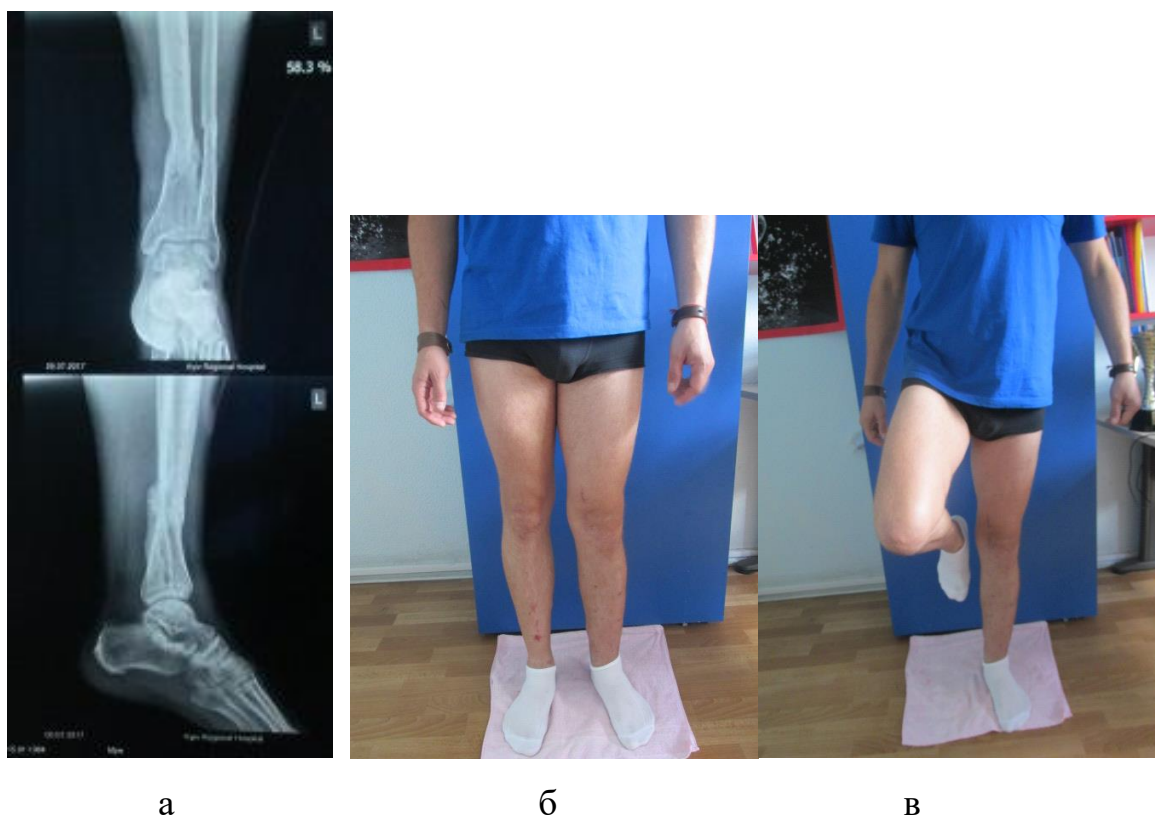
(а, б, в) Фотовідбиток рентгенограми через 12 місяців. Повна функція
